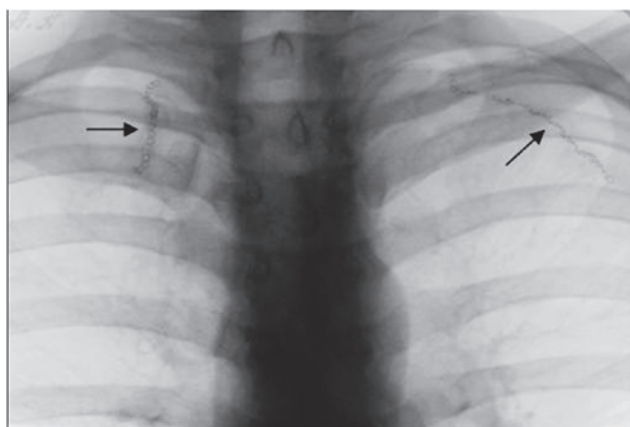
Обзорная рентгенограмма больного С. Три недели после трансторакальной трансмедиастинальной одномоментной резекции булл с обеих сторон. В проекции верхушек легких визуализируются цепочки танталовых скрепок (указаны стрелками)
